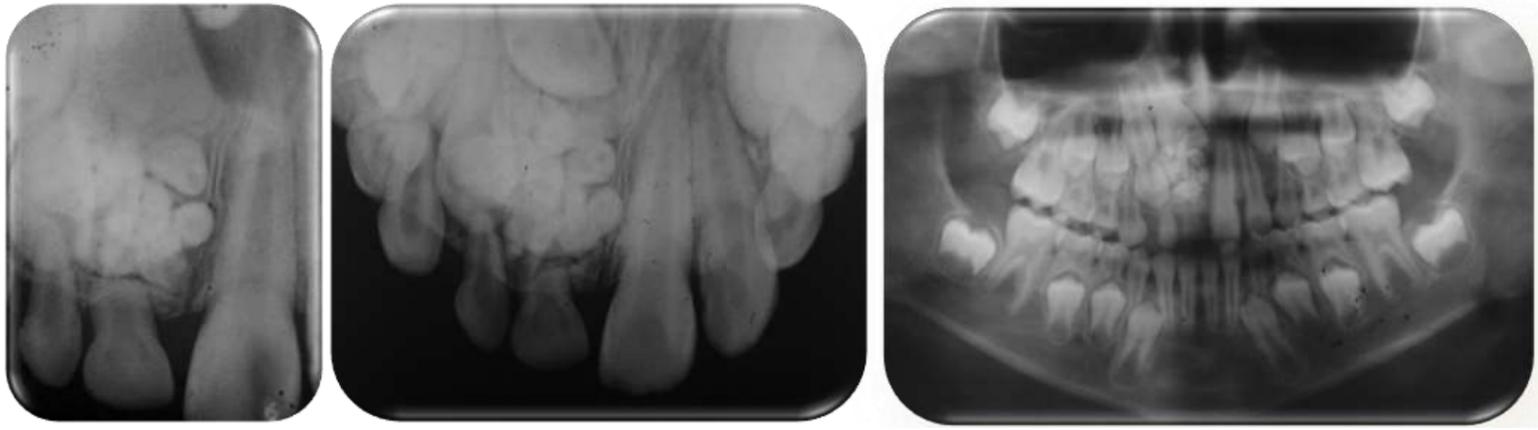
Radiografias periapical, panorâmica e oclusal, mostrando a presença de uma lesão radiopaca, situada entre a coroa do dente 12 e abaixo da coroa do dente 11 ainda não irrompidos, sugestiva de odontoma composto impedindo a erupção desses elementos dentais.
